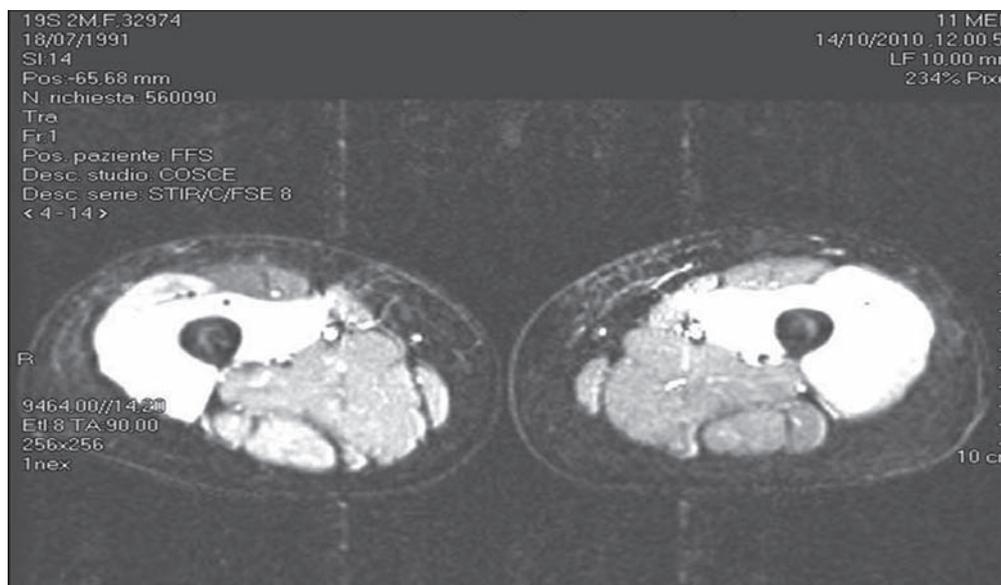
MRI (sequenza STIR) eseguita in fase acuta: marcato coinvolgimento bilaterale dei muscoli vasti mediale, intermedio e laterale del quadricipite femorale.
